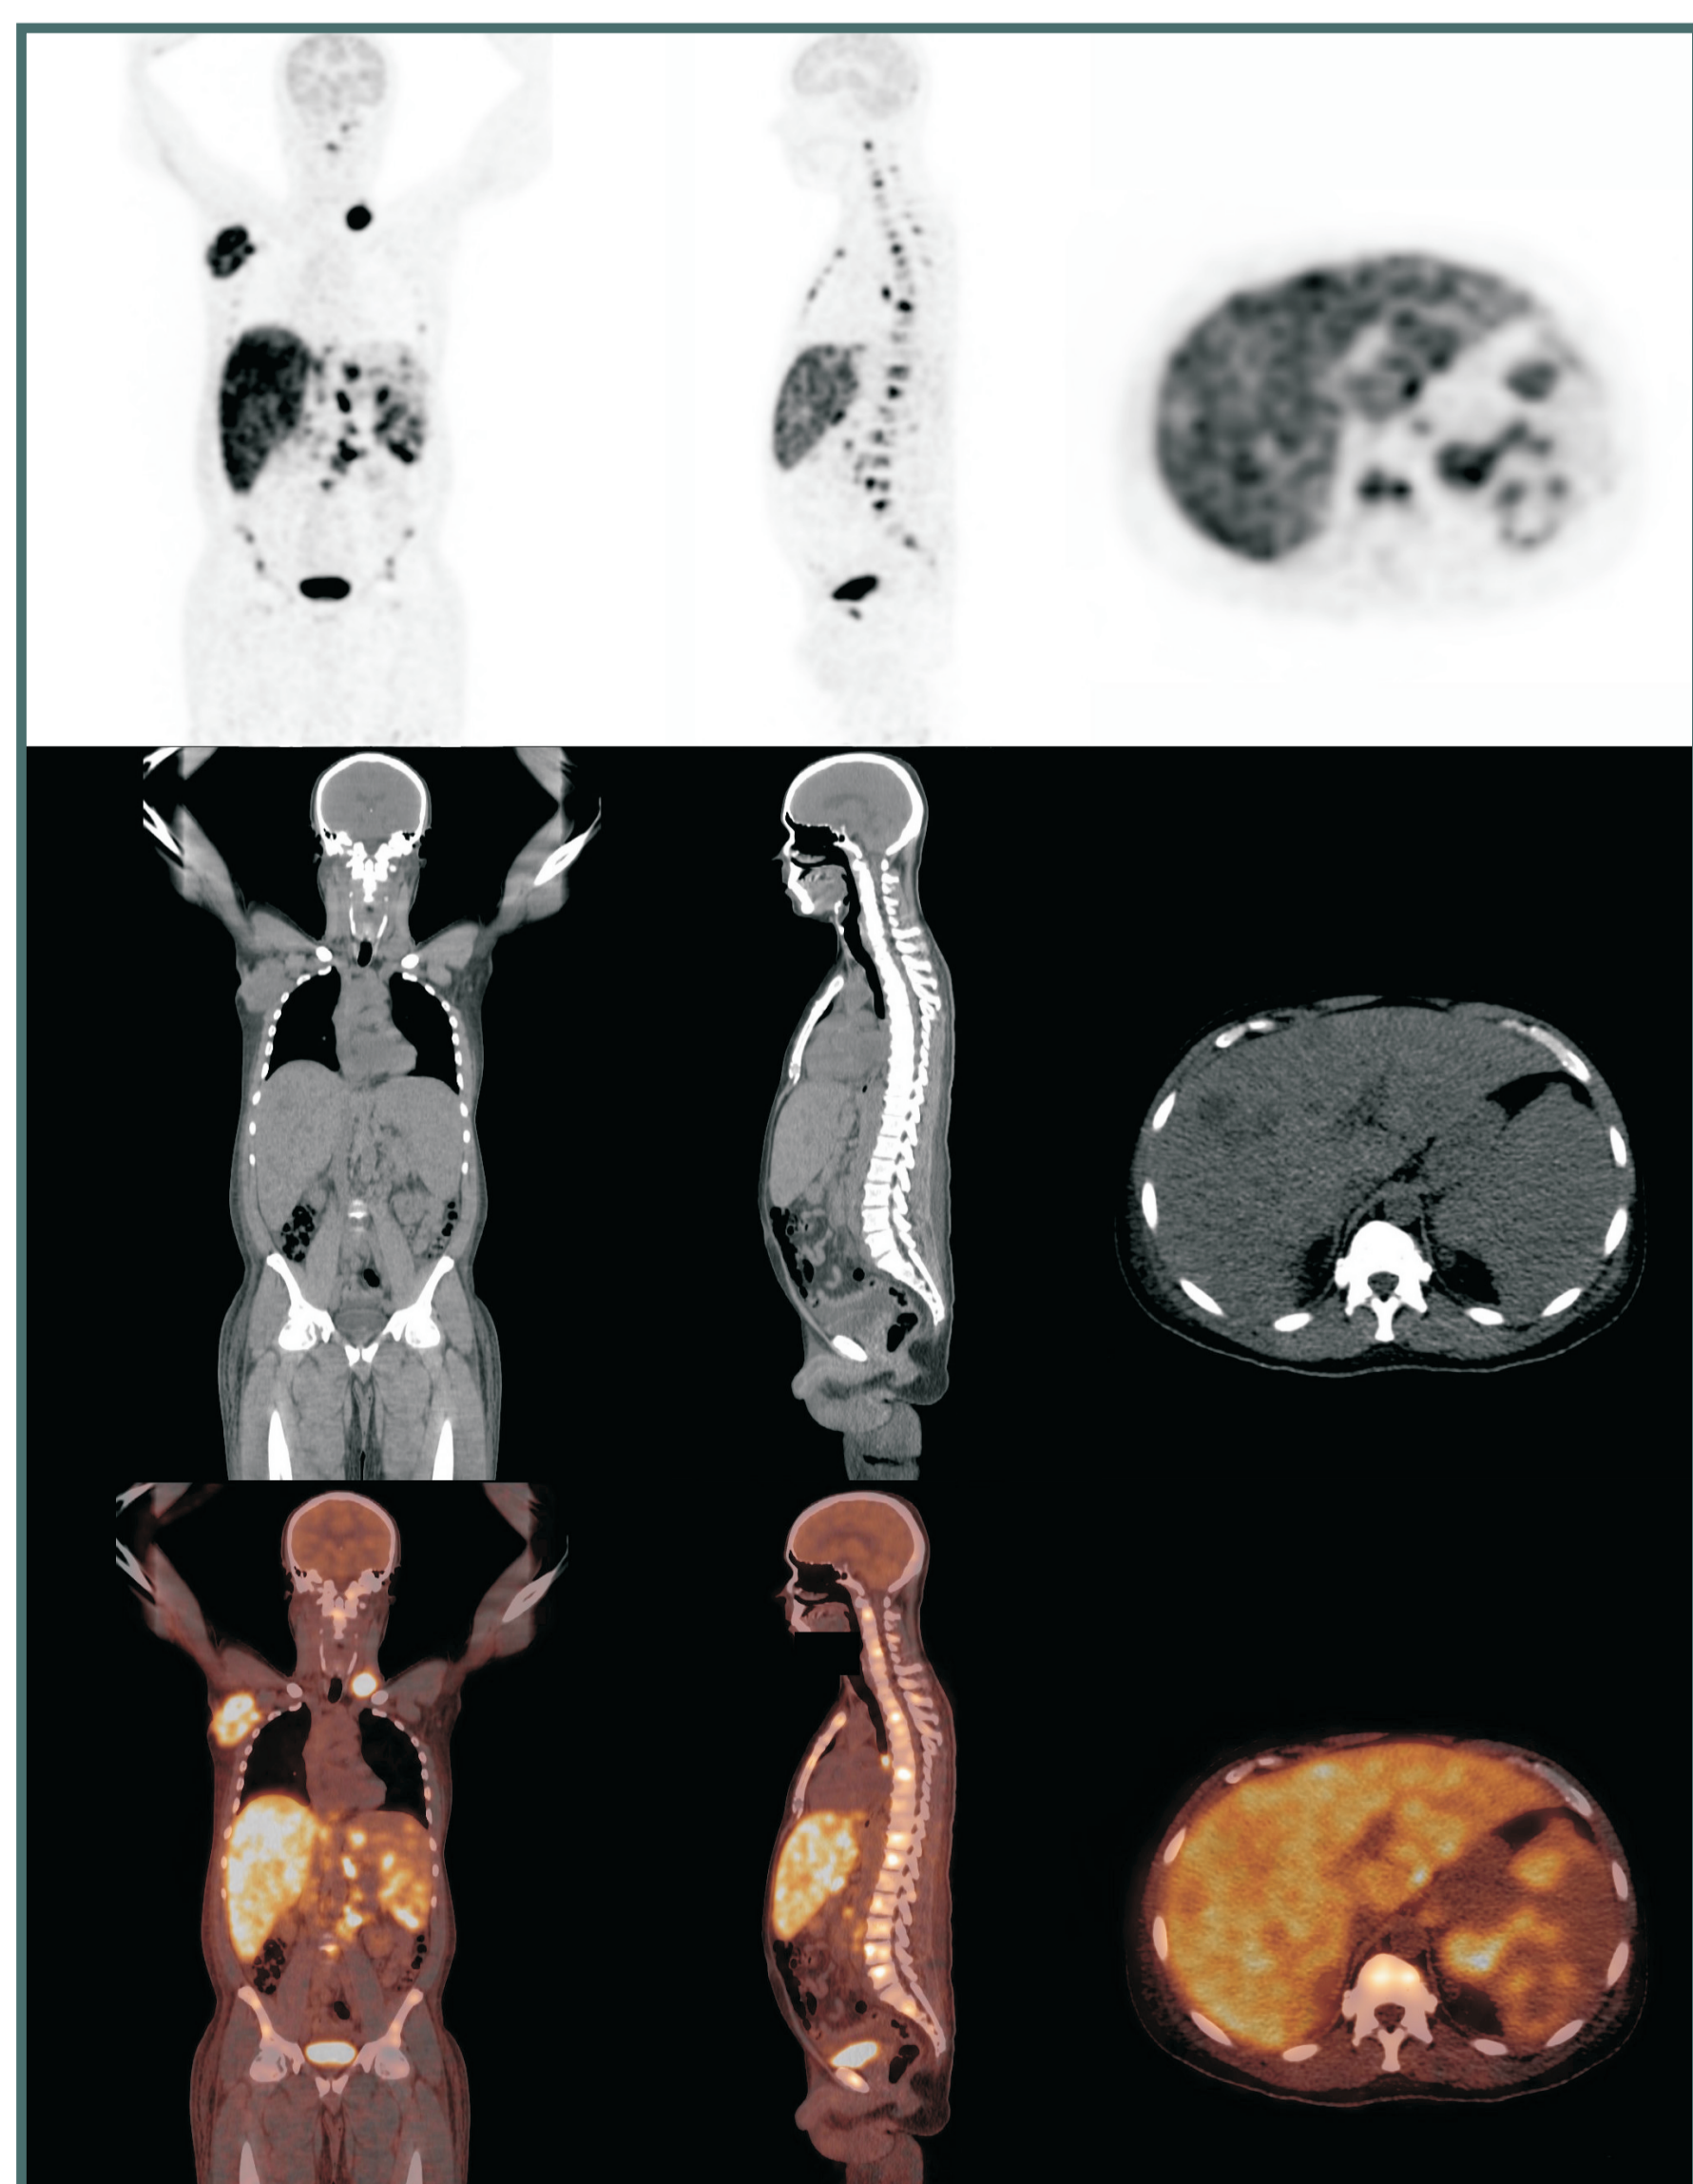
Imagens PET/TC 18F-FDG de corpo inteiro nos cortes sagital, coronal e axial evidenciam linfonodomegalias hipermetabólicas nas cadeias cervicais, axilar direita e em diversas cadeias abdominais, no esqueleto axial e em numerosos focos no baço. Além disso, observa-se fígado aumentado de tamanho com difuso e intenso aumento do metabolismo glicolítico.
